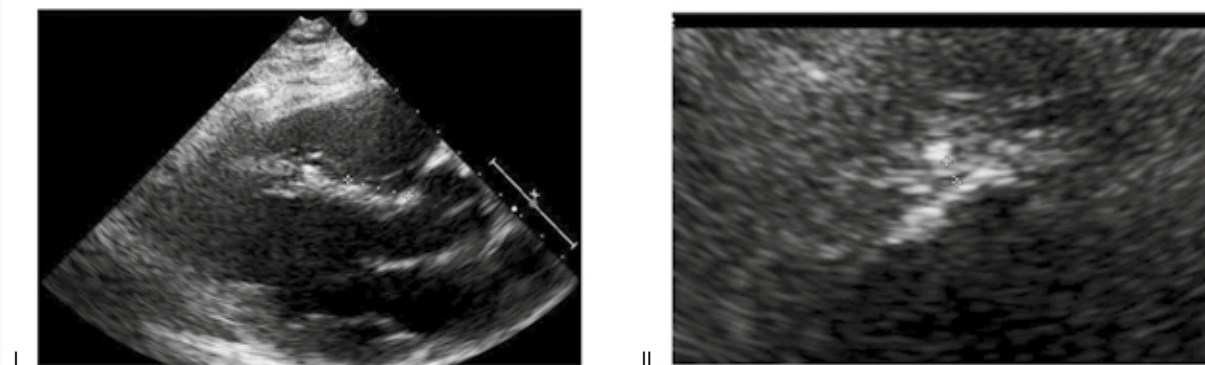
Эхокардиография. I – маркерами обозначены кольцо трикуспидального клапана и электрод, имплантированный в область локализации проводящей системы сердца, II – маркерами обозначен дистальный конец электрода и эндокард левого желудочка
